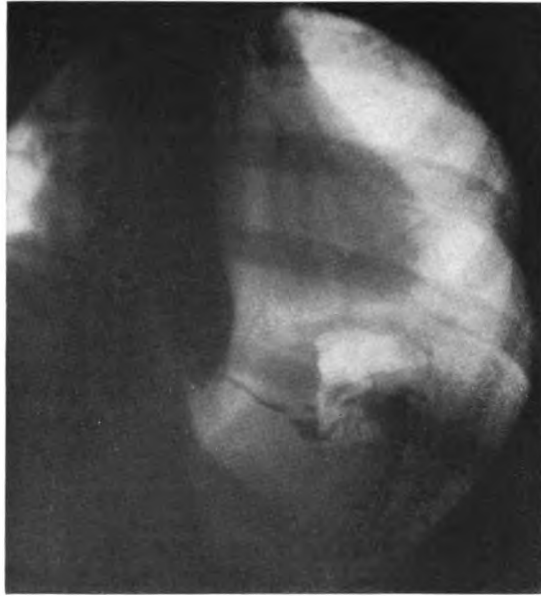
Röntgenbild. Fall 3. Atonischer, peristaltikloser, mäßig dilaterter Oesophagus, verengte Pars abdominalis oesophagi, die excentrisch abgeht, sehr schräg verläuft, verlängert erscheint, schlechte ungleichmäßige Füllung des Fundus. Unregelmäßige und unscharfe begrenzte Magenblase.
